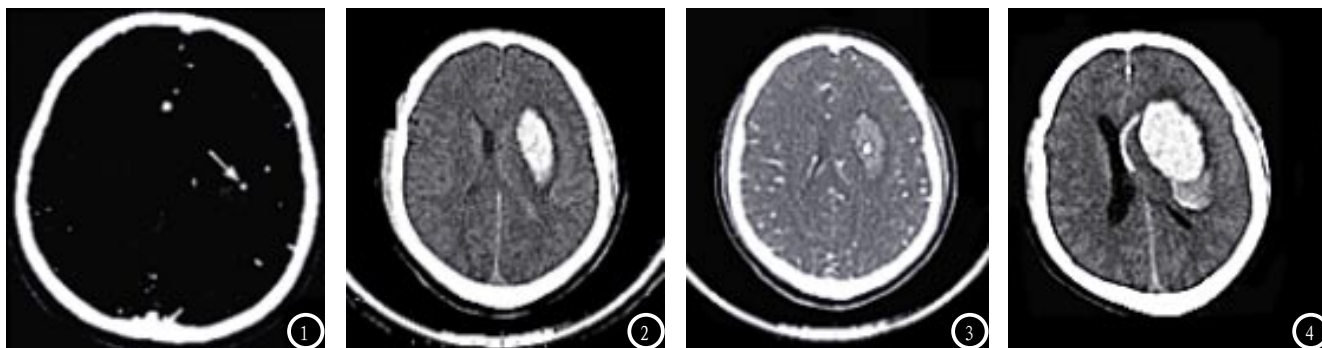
CTA原始图像, 血肿范围内可见一点状高密度影, 提示点征和血肿扩大; 图2 脑出血患者入院时CT平扫图, 可见血肿; 图3 CT平扫后行CTA检查, 可见血肿中存在造影剂外渗导致的斑点征, 未见与血管相连; 图4 2h后因病情加重复查头颅CT, 提示出血灶扩大, 立即行手术治疗, 术中未发现责任出血动脉。
